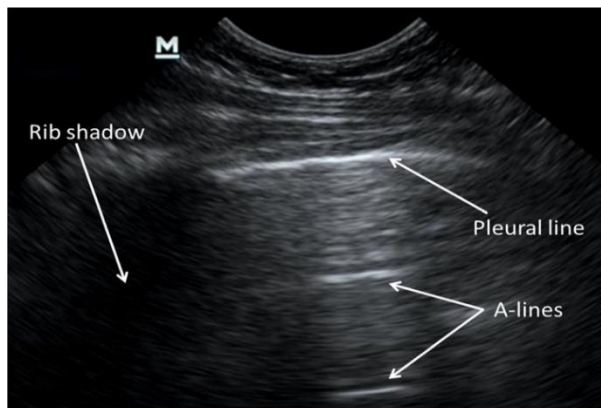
La ecografía del pulmón derecho de la zona anterior superior de una niña de 16 meses muestra un patrón de eco pulmonar normal, sin líneas B, líneas A y una línea pleural hiperecoica suave.
